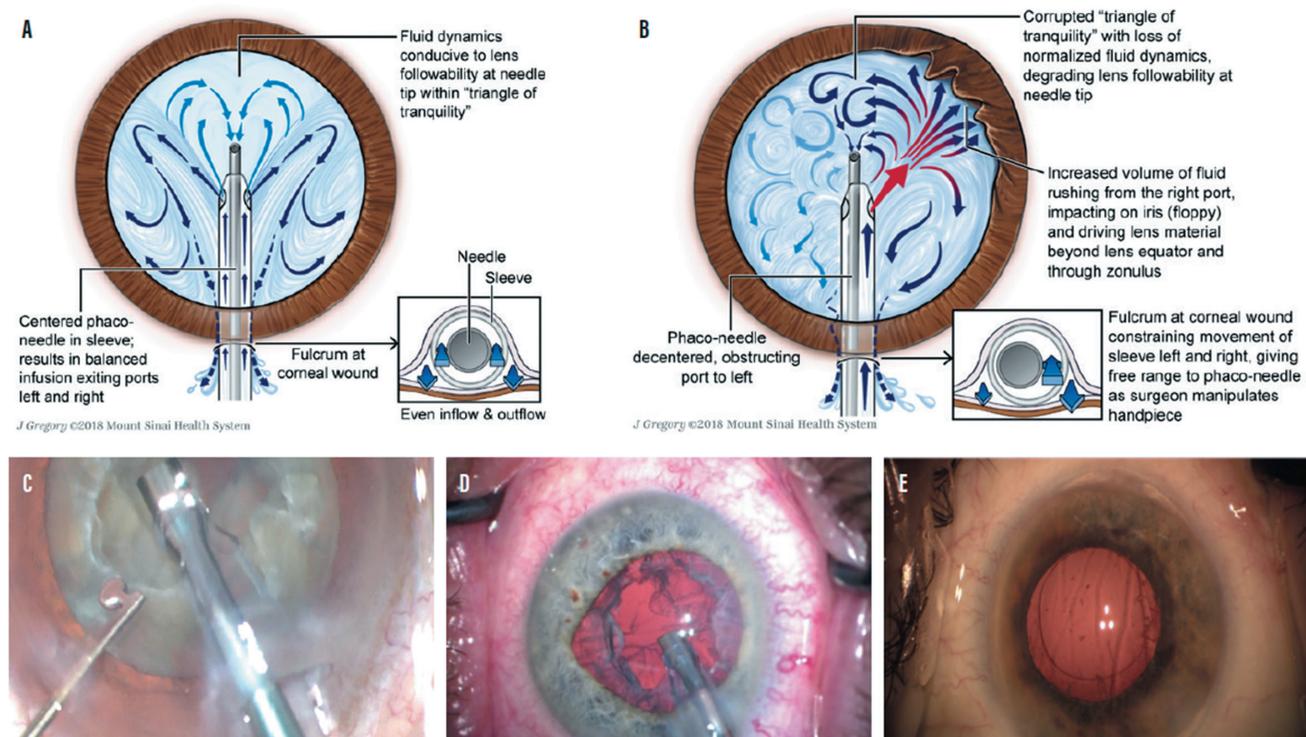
Формирование aberrантного инфузионного потока вследствие ущемления ирригационного слива в роговичном тоннельном разрезе, приводящего к колебательным движениям радужки по типу «хлопающей радужки» (floppy iris syndrome) и распространению инфузионного раствора в ретролентальное пространство. [Источник: Koplin R, Ritterband D, Dodick J, Donnenfeld E. Improving fluid dynamics in laser cataract surgery. *Cataract Surgery Today*. 2019;4: 30–32.]
